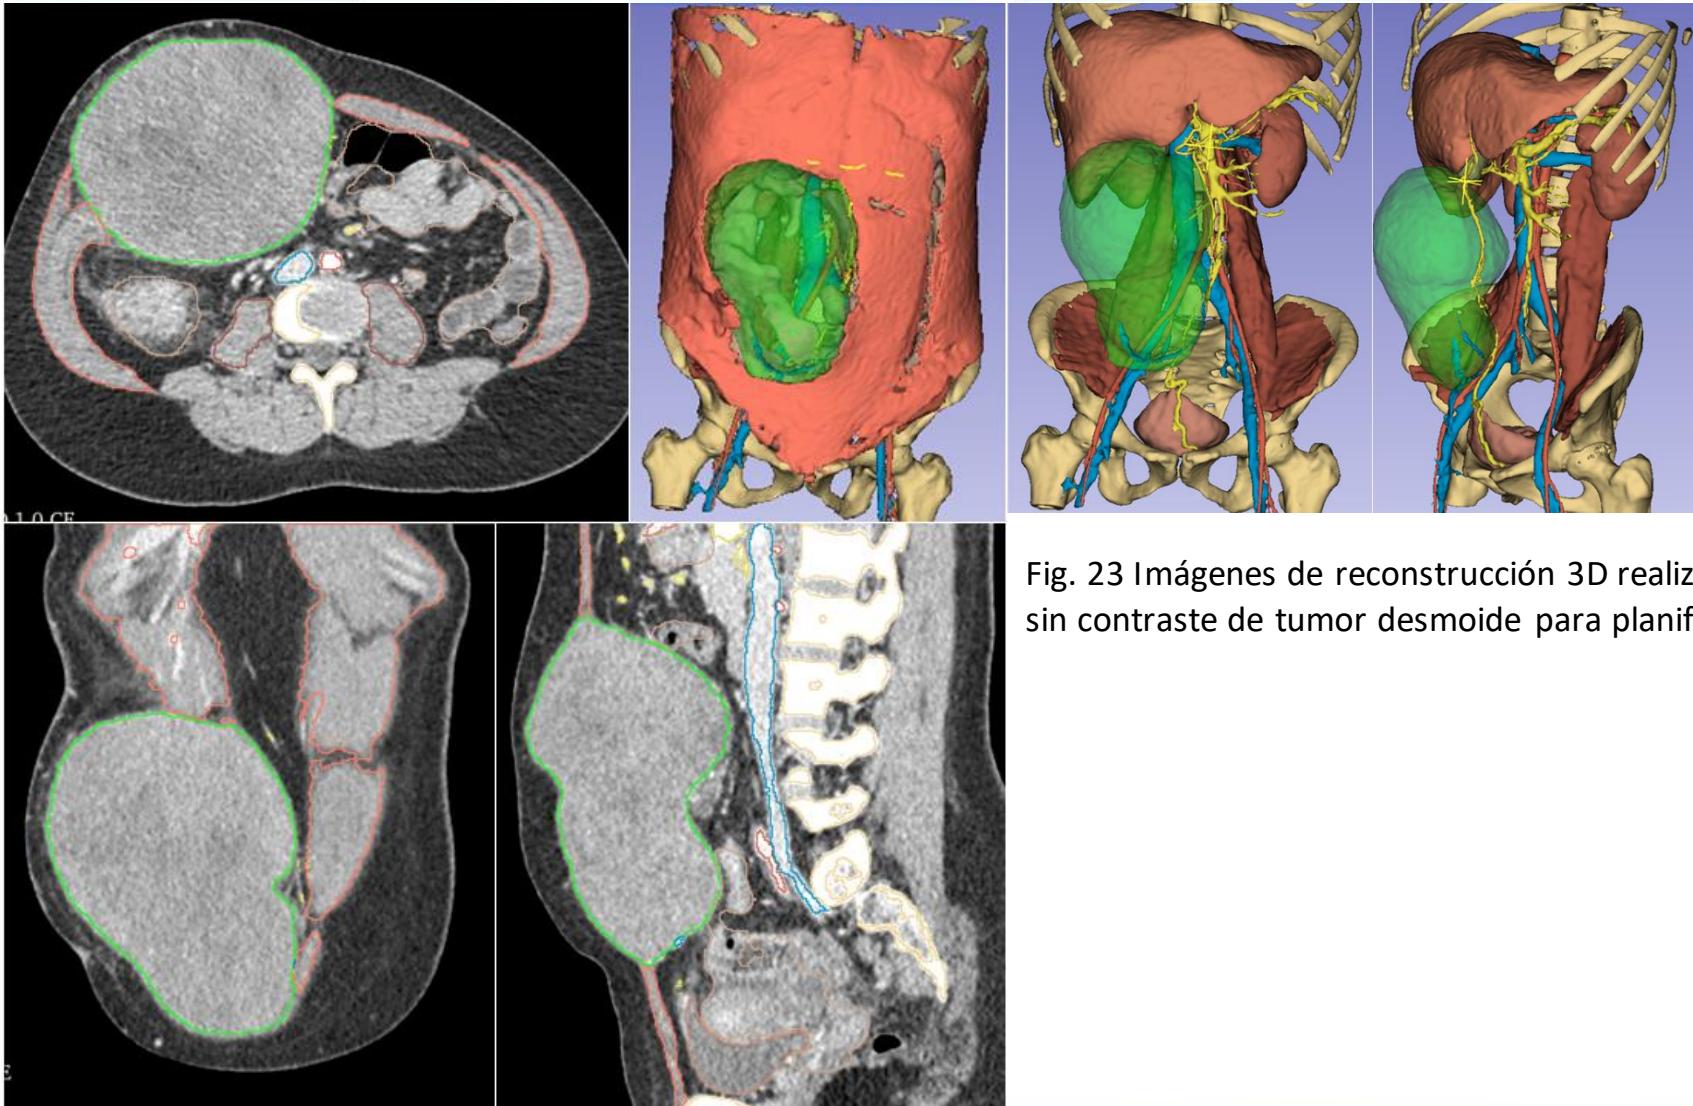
Imágenes de reconstrucción 3D realizadas con imágenes de tomografía sin contraste de tumor desmoide para planificación quirúrgica.
